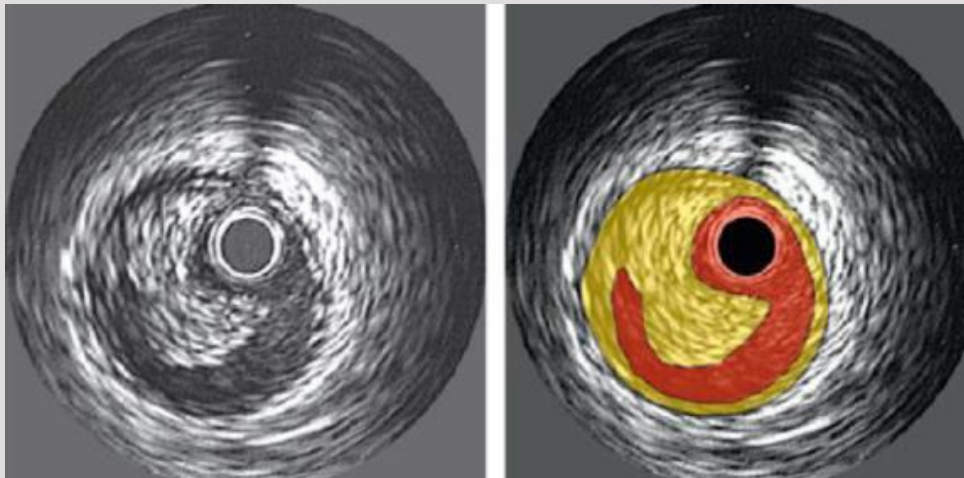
Imagem ultrasonográfica de secção transversa da artéria coronária evidenciando suas diferentes camadas: íntima, média e adventícia.
